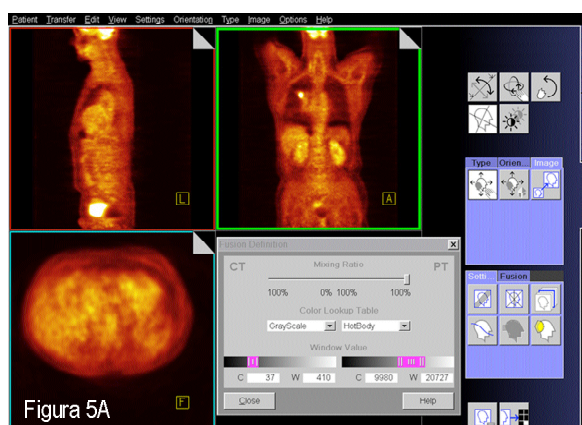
Pantalla de la estación de trabajo de la PET/TC. Imágenes de PET.
